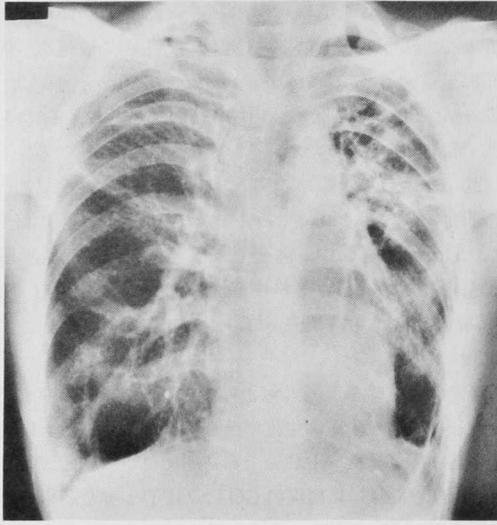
Roentgenogram of case No.1 (before treatment).
